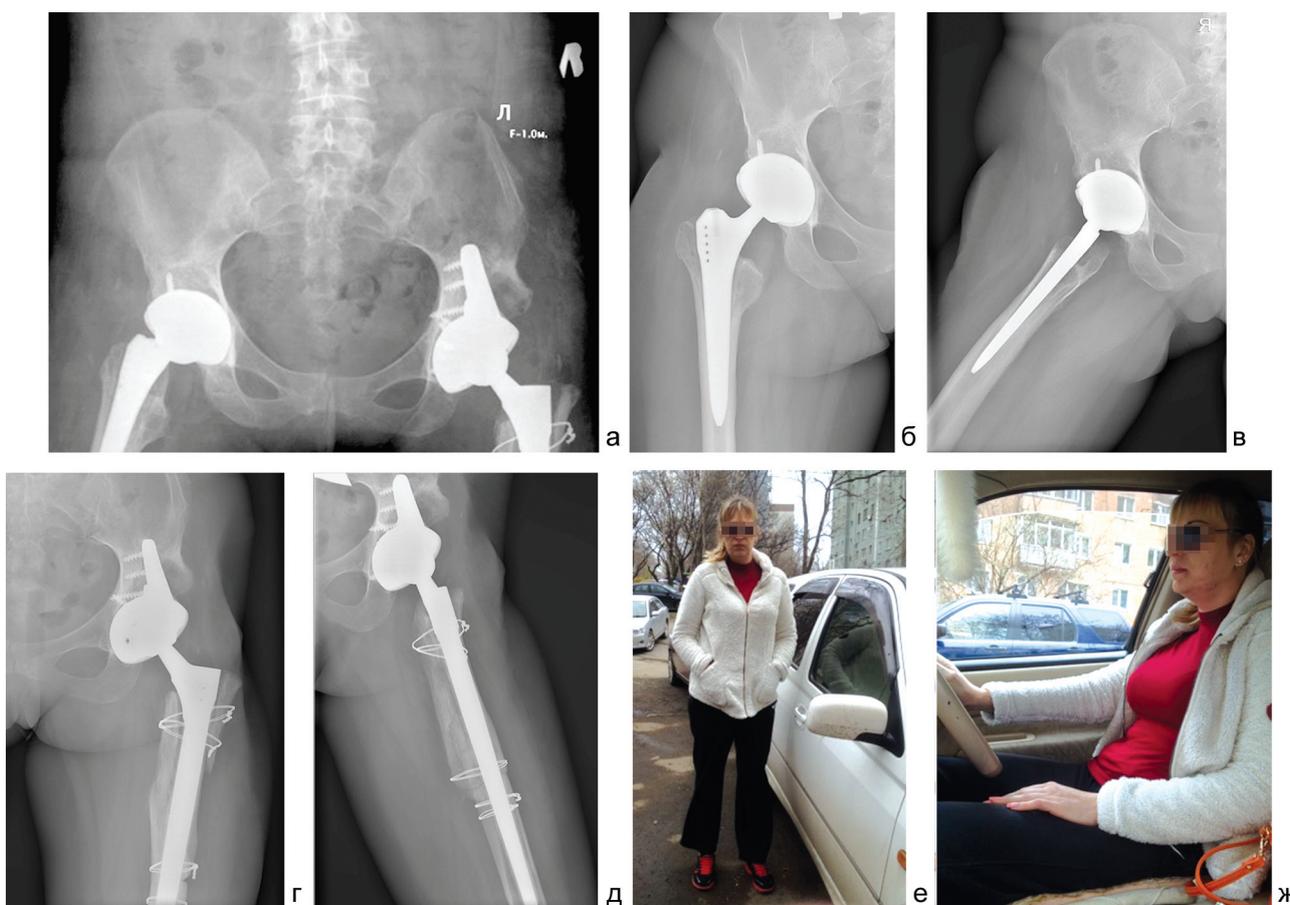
а – рентгенограмма таза в прямой проекции через год после лечения; б, в – рентгенограммы правого тазобедренного сустава через год после лечения; г, д – рентгенограммы левого тазобедренного сустава через год после лечения; е, ж – конечный результат через год после лечения
